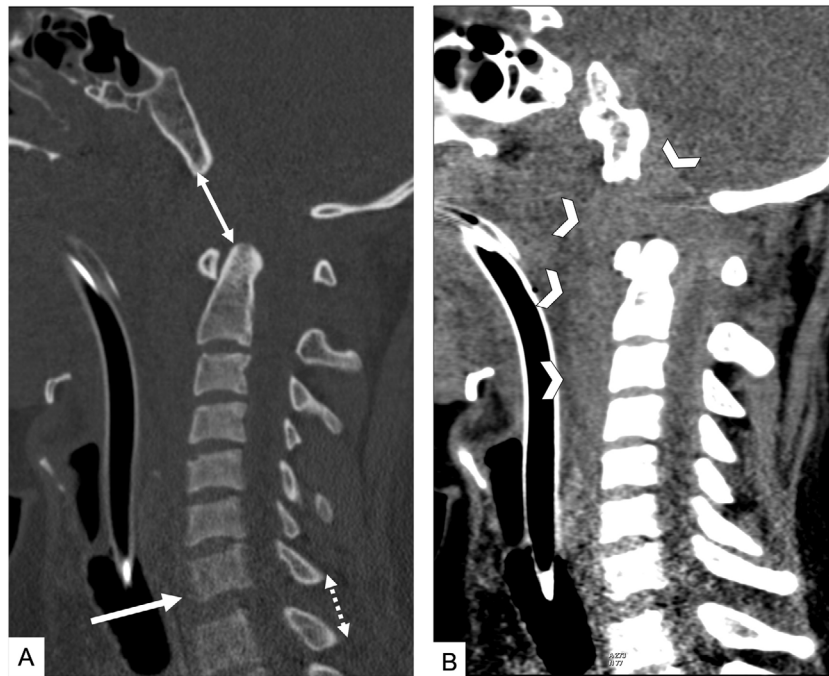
Valoración de la alineación de la columna en una TC cervical sin CIV en paciente atropellado. Reconstrucciones sagitales. A) Ventana de hueso. Aumento de la distancia basión-apófisis odontoides con desplazamiento anterior y en el eje craneocaudal de la base del cráneo sobre la columna o tipo I y II de la clasificación de Traynelis (doble flecha). Retrolistesis traumática de C7 sobre D1 (flecha). El aumento del espacio interespinal (doble flecha punteada) sugiere lesión del complejo ligamentario posterior. B) Ventana de partes blandas. El extenso hematoma prevertebral (cabezas de flecha) con extensión intrarraquídea sugiere lesión de la columna cervical. En algunos pacientes puede ser el único signo de lesión vertebral.
